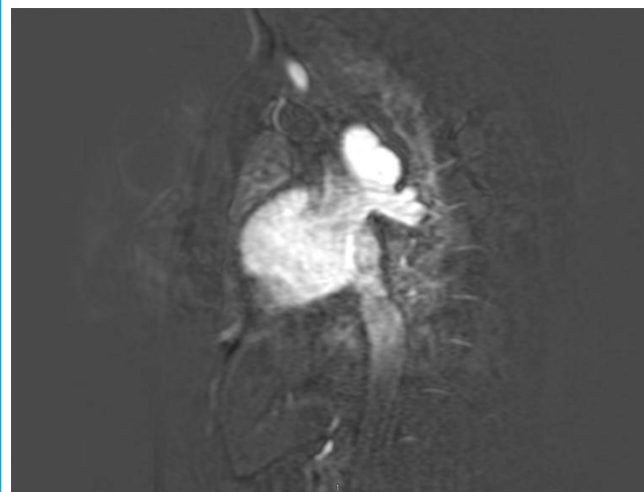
Angio RM 3D en plano bicava y se evidencia el drenaje venoso pulmonar anómalo a la pared posterosuperior de la aurícula derecha.
